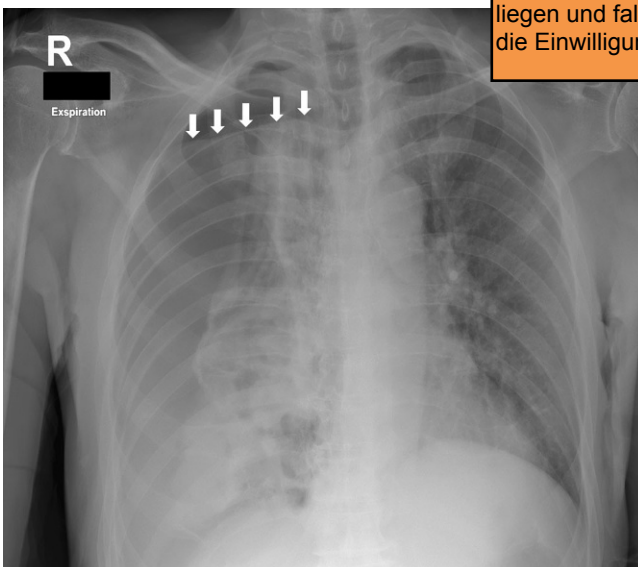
▲ Röntgenuntersuchung des Thorax mit Spannungshydropneumothorax der rechten Lunge mit Verlagerung des Mediastinums nach links, zudem Flüssigkeitsniveau des Spannungspneumothorax auf Höhe der rechten dritten Rippe (weiße Pfeile)
